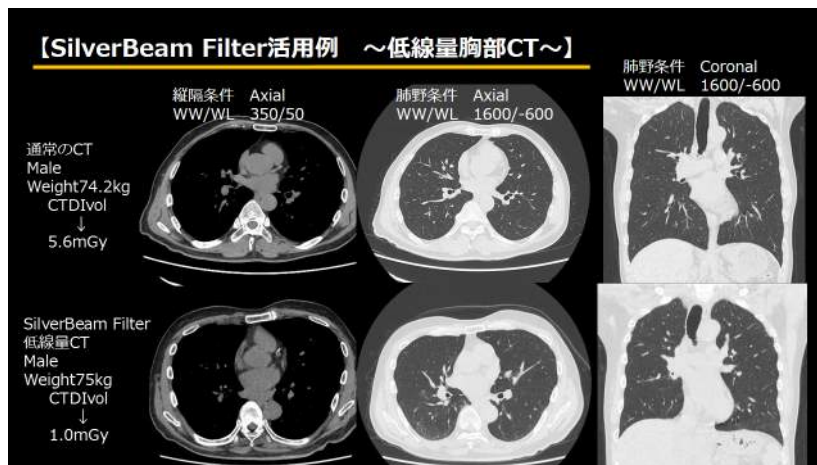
SilverBeam Filter を活用した低線量肺がん CT
